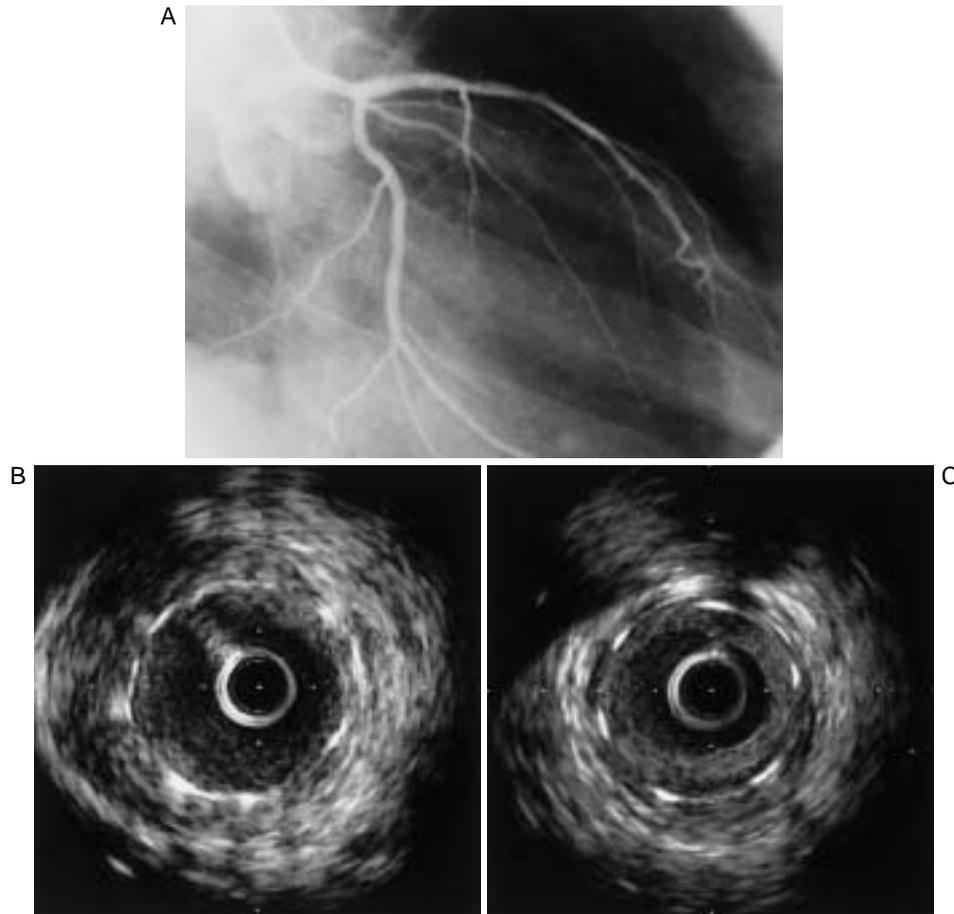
Coronary angiogram and intravascular ultrasonograms after 6 months showing that the pseudo lumen was still present around the stent that had been inserted into the left anterior descending artery, but no flow was visible in the lumen(A, B) and neointimal hyperplasia inside the stent that had been inserted into the mid portion of the left anterior descending artery(C)
